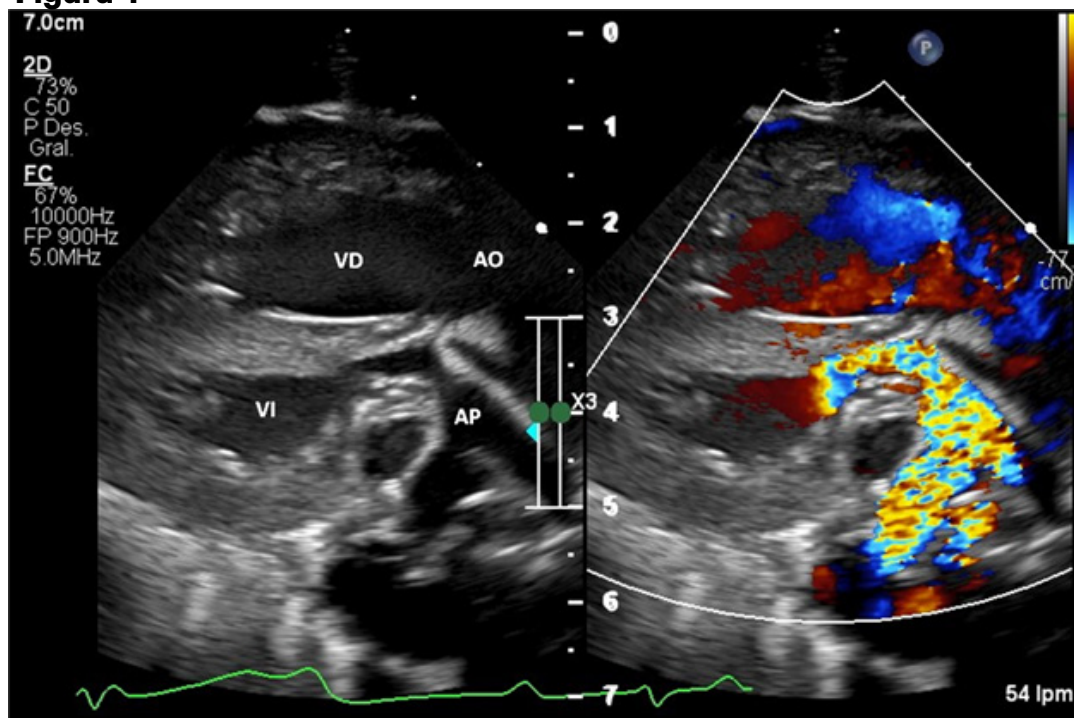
Vista paraesternal eje largo. Transposición de grandes arterias: la arteria pulmonar (AP) emerge del ventrículo izquierdo (VI) y la aorta (AO) del ventrículo derecho (VD). Al aplicar Doppler color, se evidencia aceleración del flujo en la arteria pulmonar con patrón en mosaico.
